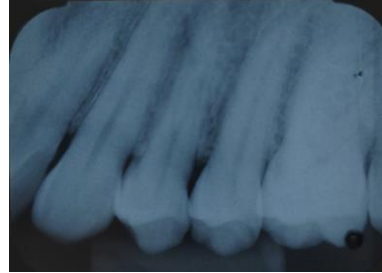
Configuración de las raíces de un diente 24 en una periapical.
